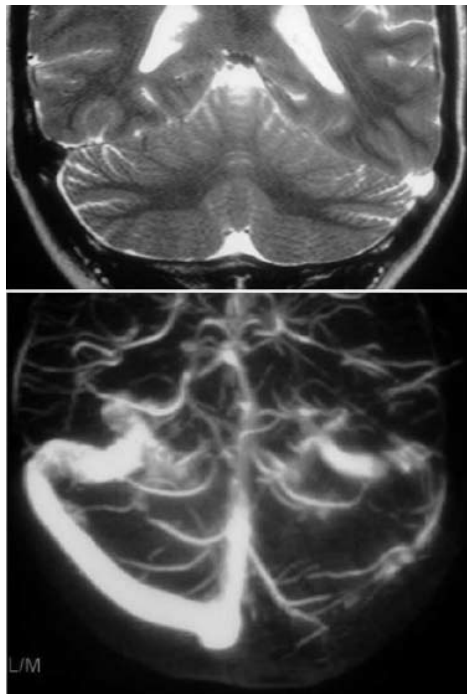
RMN ponderada en T1, demuestra recanalización parcial del seno venoso transverso izquierdo.
